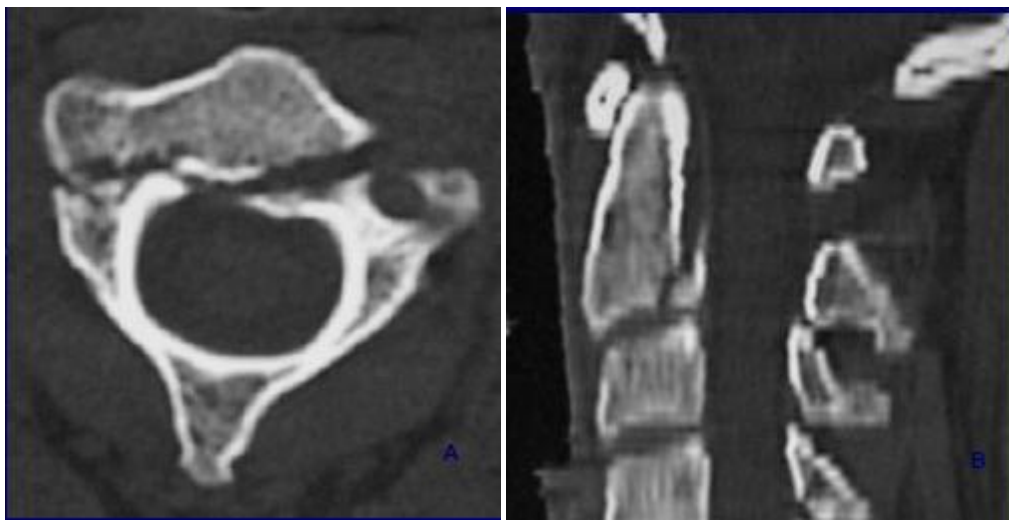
Aspect TDM d'une fracture du corps de C2
